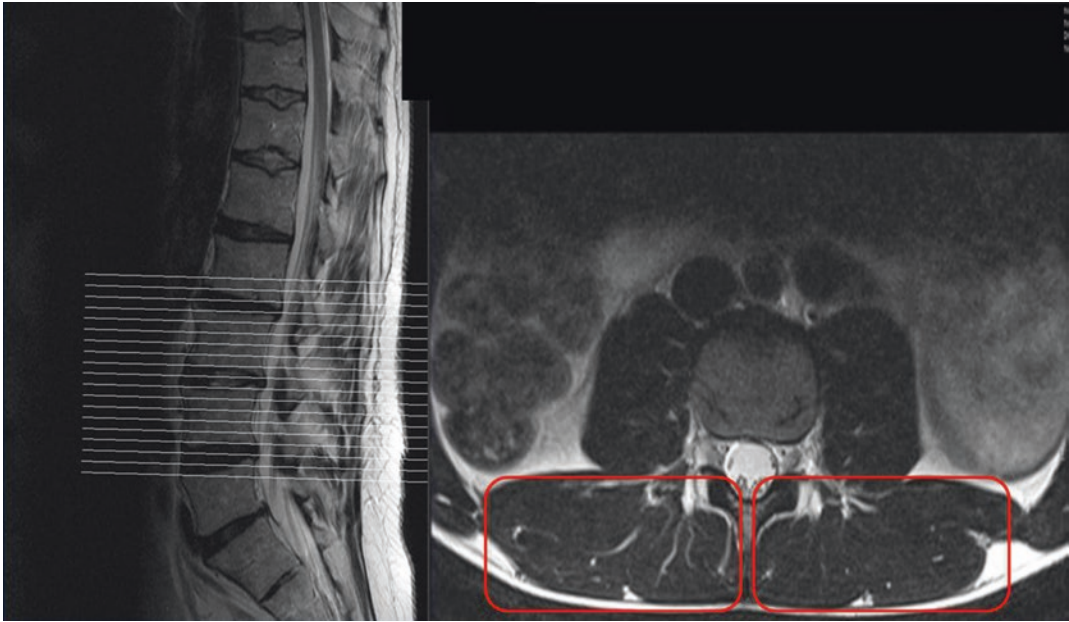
MRI der paravertebralen Muskulatur eines jungen Sportlers (19 Jahre). Die Muskulatur ist hypertroph und ohne jegliche Fettinfiltration
